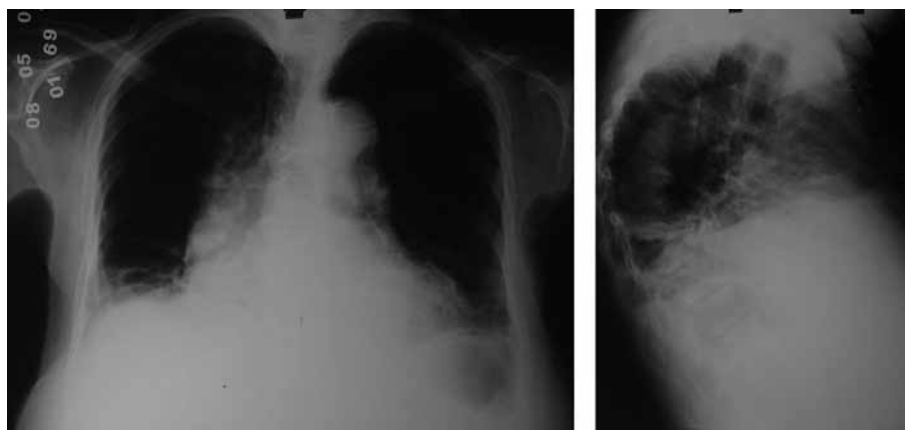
Paciente do sexo masculino, apresentando radiografia de tórax de perfil com atelectasia laminar em terço inferior, que não pode ser detectada na incidência PA. Observa-se fios metálicos na região do esterno (radiografia lateral), compatíveis com toracotomia por provável cirurgia cardíaca.
